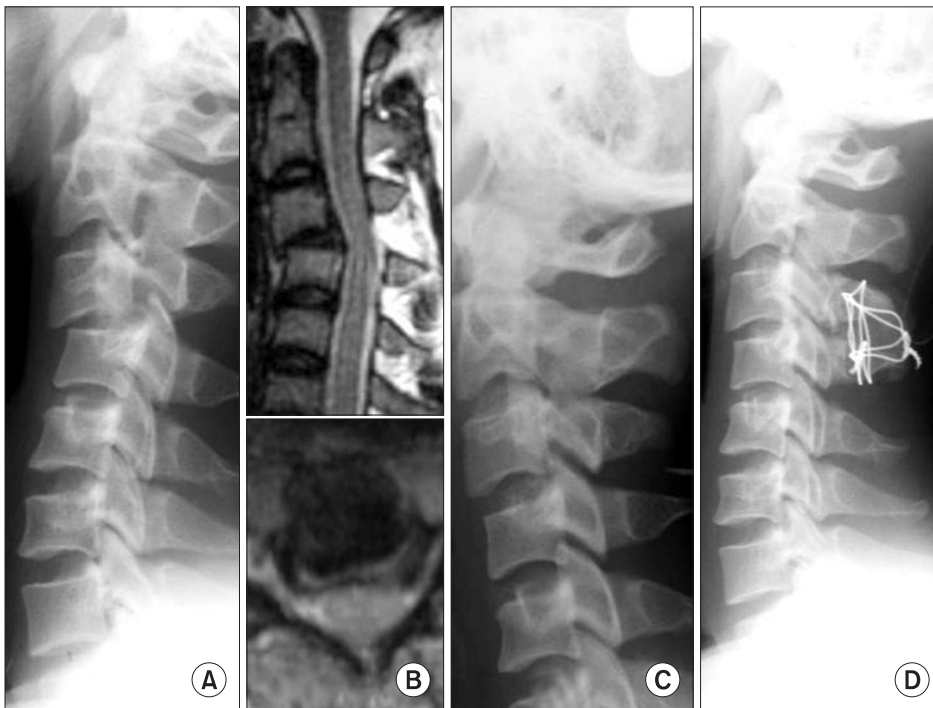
(A) Preoperative cervical lateral plain radiogram shows unilateral locked facets on C3-4 of a 34-year-old man who suffered from radiculopathy due to driver accident. (B) Preoperative sagittal and axial MR images show no prolapse of disc material on C3-4. (C) Intraoperative cervical lateral plain radiogram of the patient under a 50lb Gardner-Well skull traction shows the reduced state of dislocated facets. (D) Postoperative cervical lateral radiogram shows the good reduction by the posterior reduction and fixation/fusion method.
